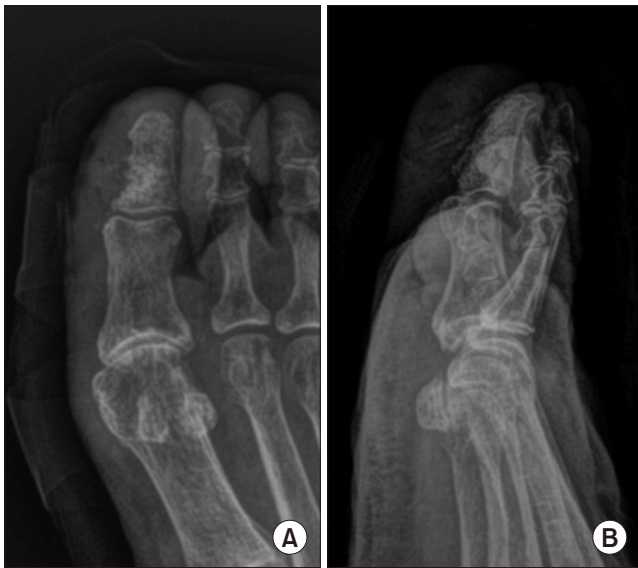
Right 1st toe anteroposterior (A) and lateral (B) radiographs after antibiotic cement spacer removal and autogenous iliac bone graft.
